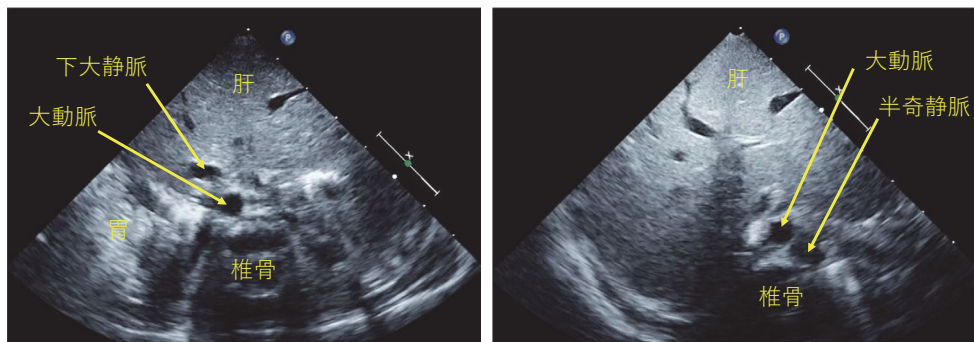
心房内蔵錯位症候群の腹部水平断面エコー画像
